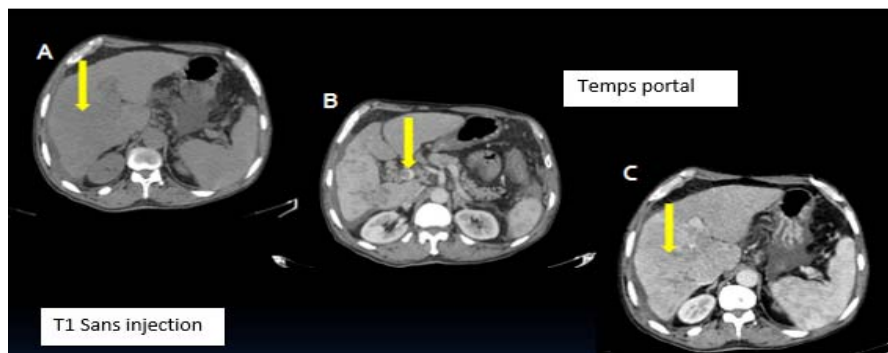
TDM abdominale : Lésion infiltrante du lobe droit hypo dense rehaussée après injection de produit de contraste au temps artériel sans lavage au temps portal. Envahissement de la branche portale droite (flèche jaune)
